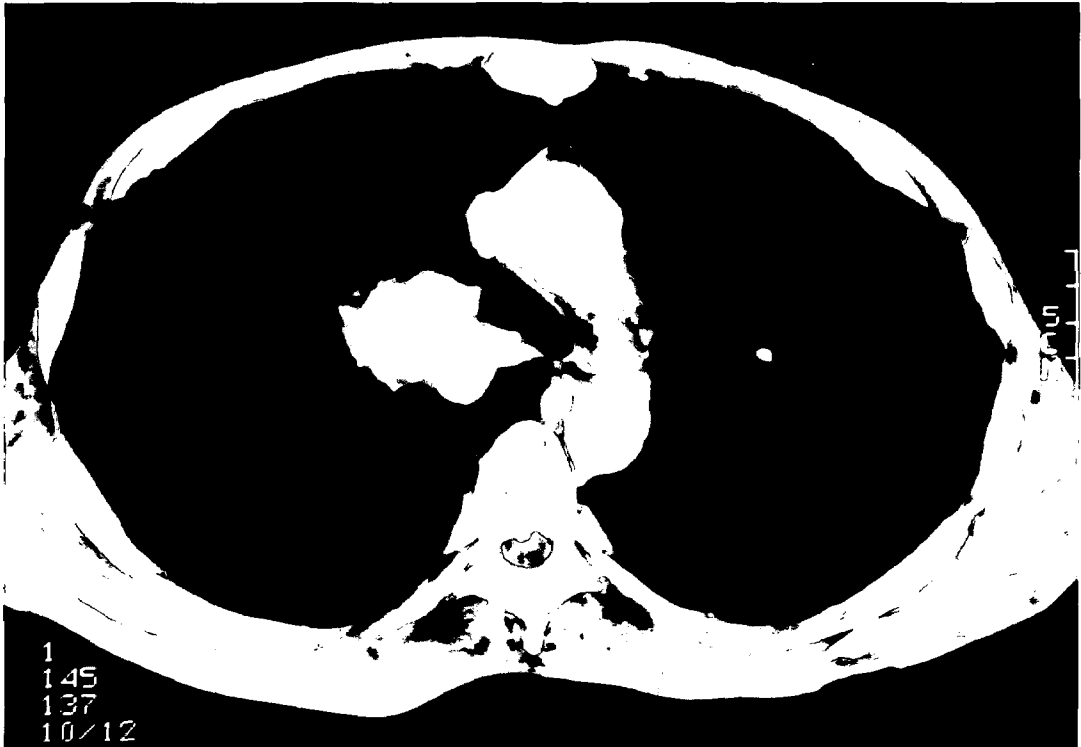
Chest CT scan demonstrates lung mass in the superior segment of right upper lobe.
